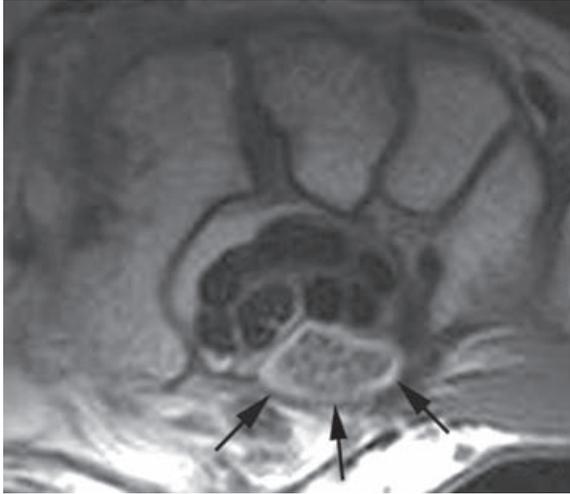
Lipomatose du nerf médian en IRM (coupe axiale pondérée en T1). Notez l'augmentation de surface du nerf médian sous le rétinaculum des fléchisseurs (flèches), et surtout, l'infiltration graisseuse de l'épinèvre et du périnèvre.
